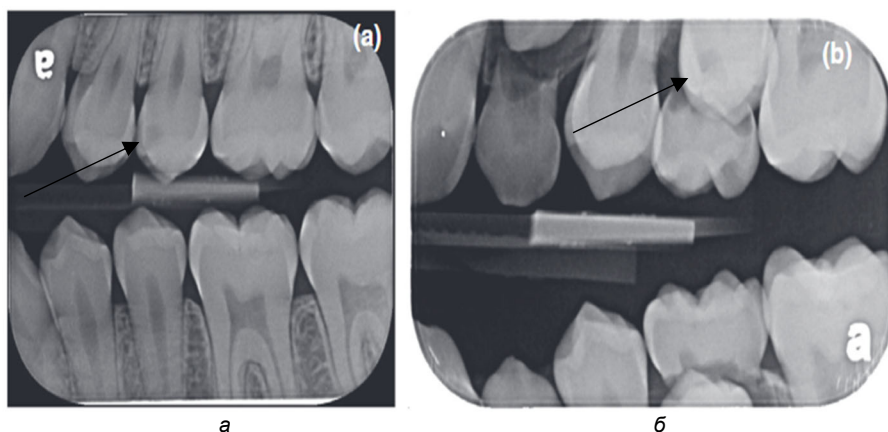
Прикусная рентгенограмма левой стороны, показывающая интракоронковую рентгенопрозрачность зуба 2.5 после прорезывания (а) и до прорезывания (б) [14]
